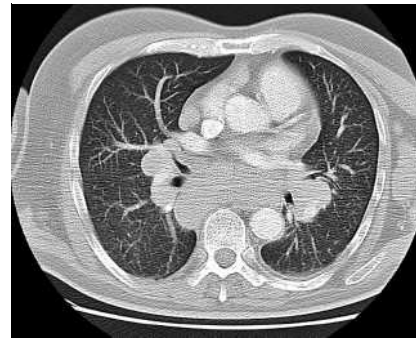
Sarkoidose: CT-Bild des Thorax mit Lymphknoten-Konglomeraten im gesamten Mediastinum.
